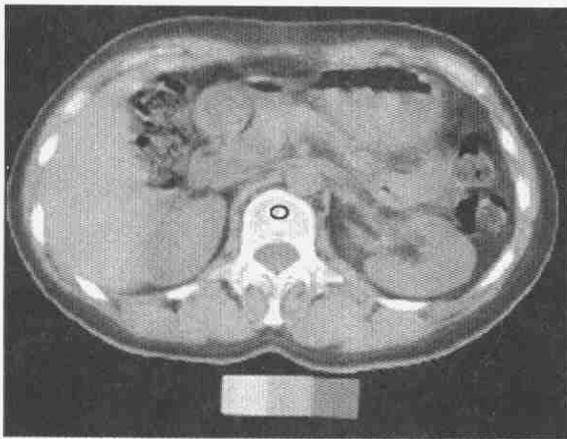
腰椎 L<sub>1</sub> BMD 测定 CT 像
